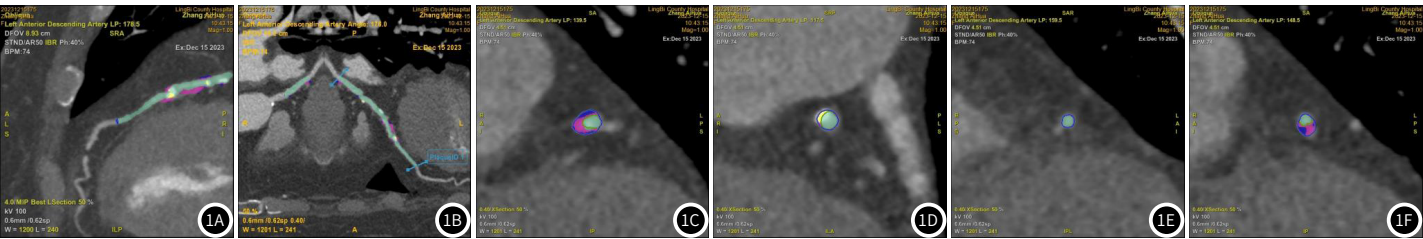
1F 一例71岁女性冠心病患者CCTA影像图；1A-1B：多层螺旋CT冠脉CTA左前降支钙化及非钙化斑块。1C-1F：斑块节段血管截面：绿色代表正常管腔，黄色代表钙化斑块，红色代表纤维斑块，蓝色代表脂质斑块，同一层面含两种以上为混合斑块。
